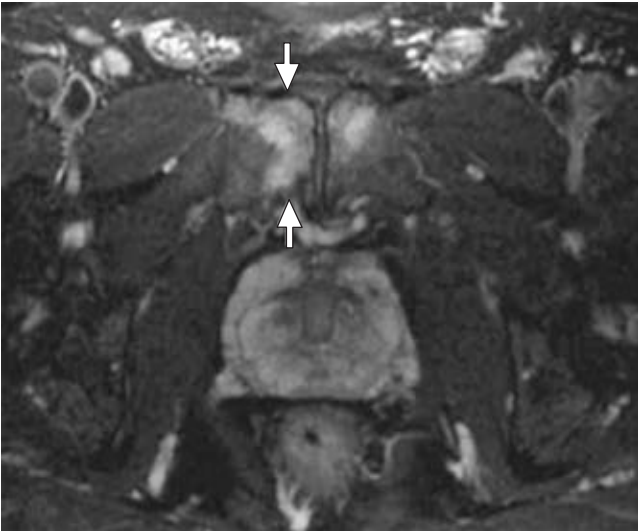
Resonancia magnética nuclear T2: aumento de señal en sínfisis derecha en zona de contacto donde las flechas indican el «signo de herradura».
